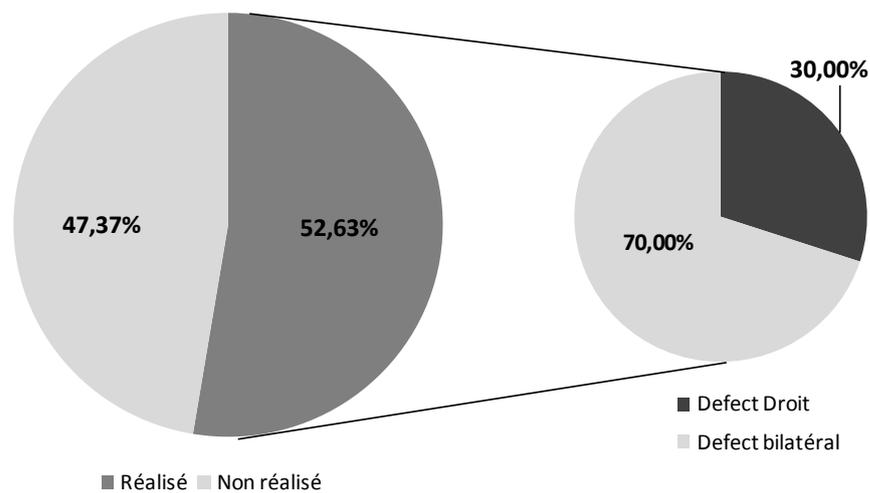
Répartition selon la scintigraphie pulmonaire.
